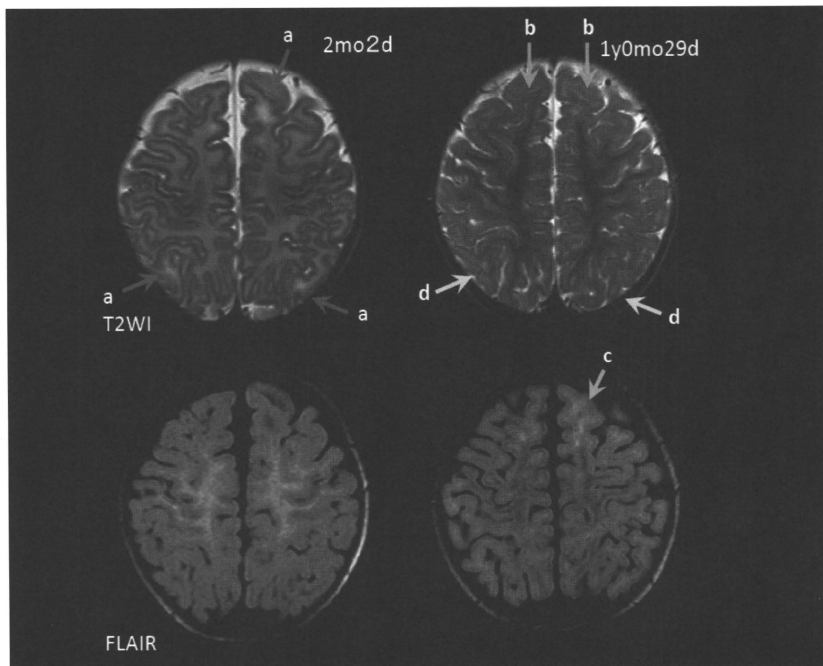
非典型的先天CMV感染症（難聴なし）女児症例のMRI. 乳児期早期に両側の前頭頭頂葉にわずかに T2 延長領域を認める (a →). 1 歳時の検査では、前頭葉の病変が左右差を手がかりに認識できる (b →). 前頭葉の病変は FLAIR でも高信号を呈する (c →). 頭頂葉の病変は、1 歳時には指摘できなくなっている (d →).
